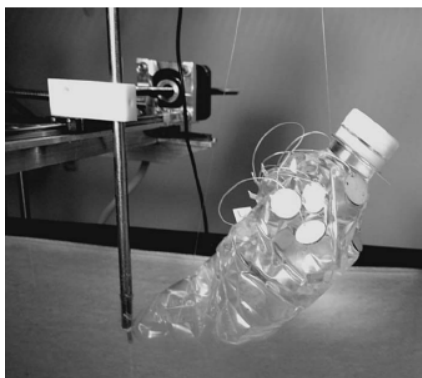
2 Cavité solide pour l'échographie tridimensionnelle.
